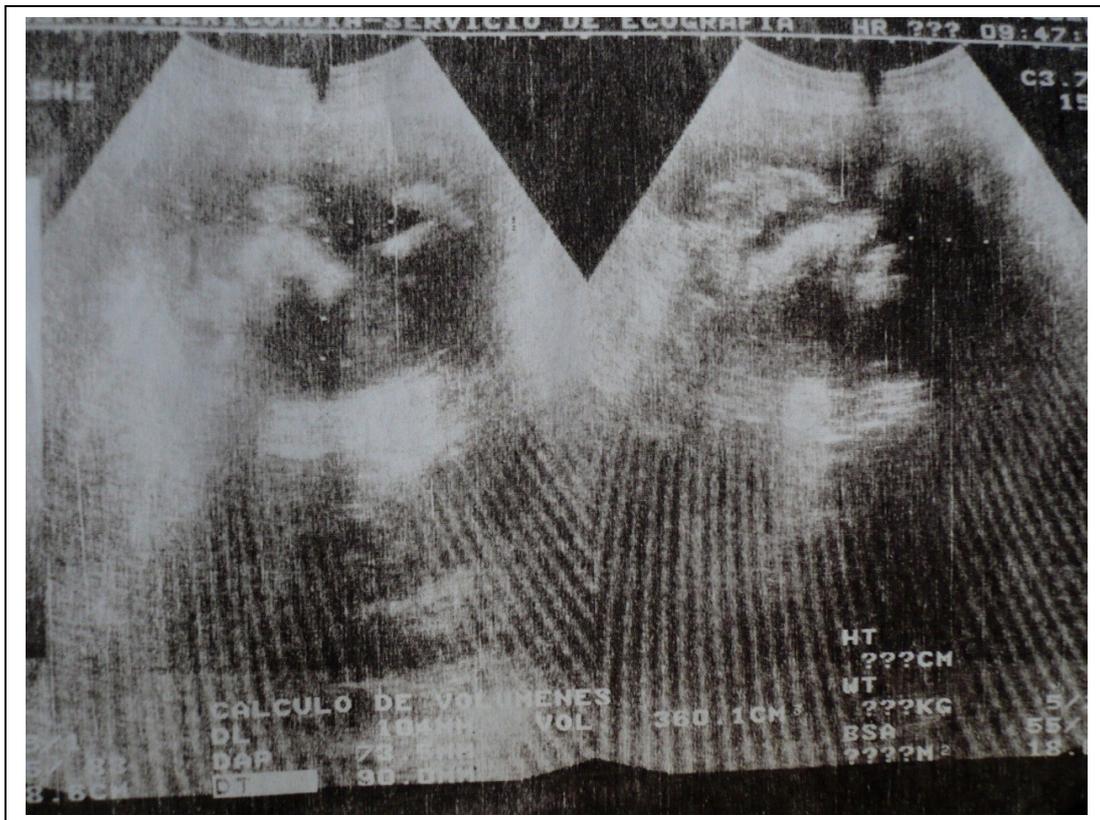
Actinomicosis abdominal: Imagen quística calcificada y abscedada con esplenitis, en Ecografía abdominal.
